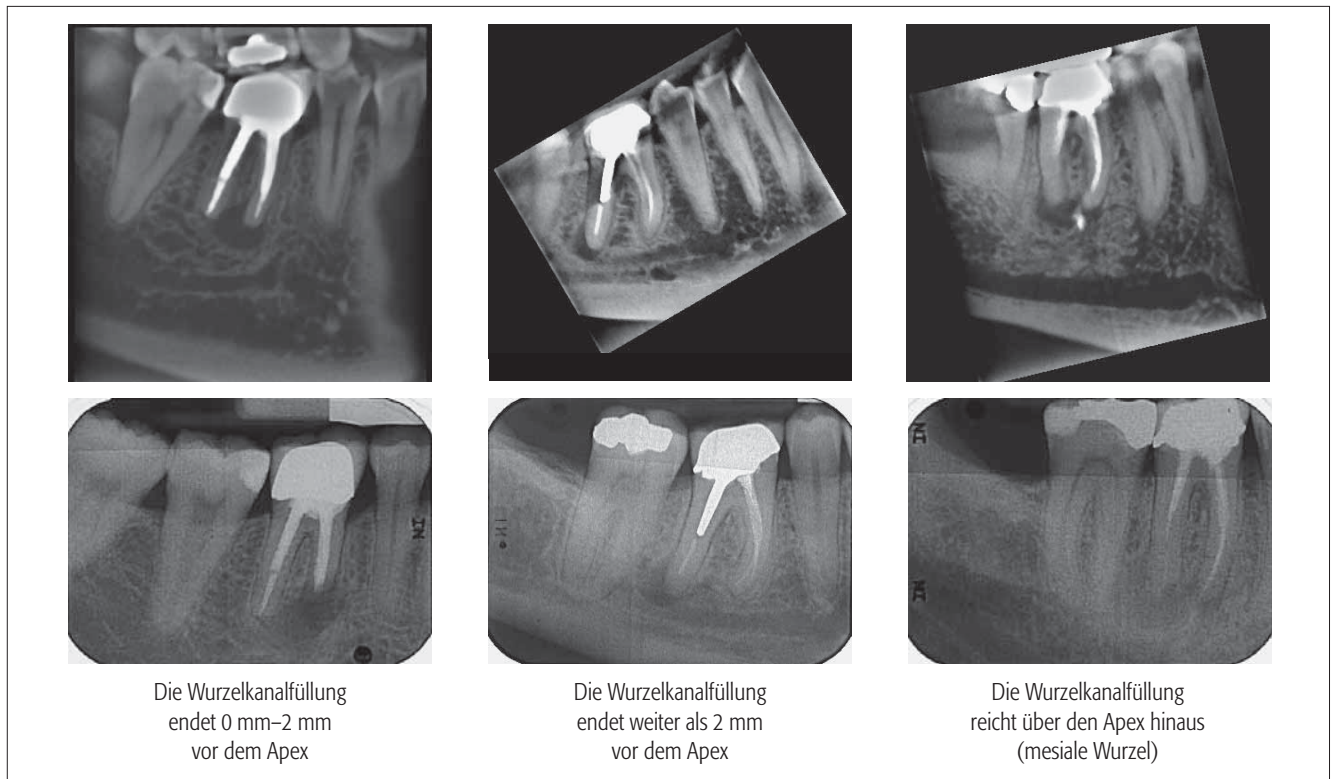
Länge der Wurzelkanalfüllungen in Bezug auf den Apex. Vergleich der sagittalen DVT-Schichten mit den Einzelzahn-Röntgenbildern
